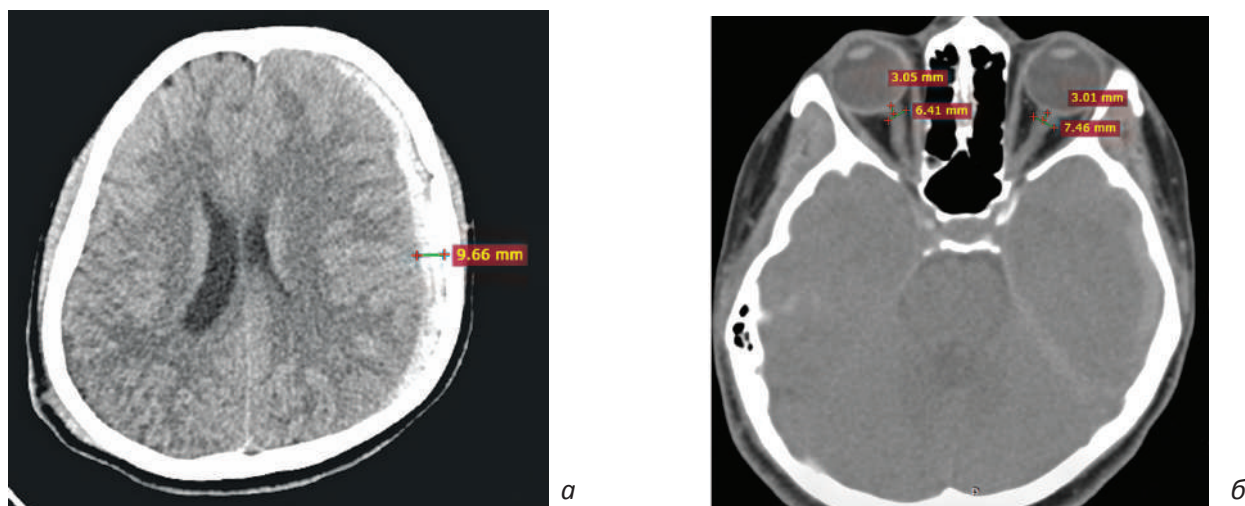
МСКТ больного до операции: *а* – субдуральная гематома толщиной 9,6 мм слева; *б* – удлинение ДОЗН до 7,6 мм слева
